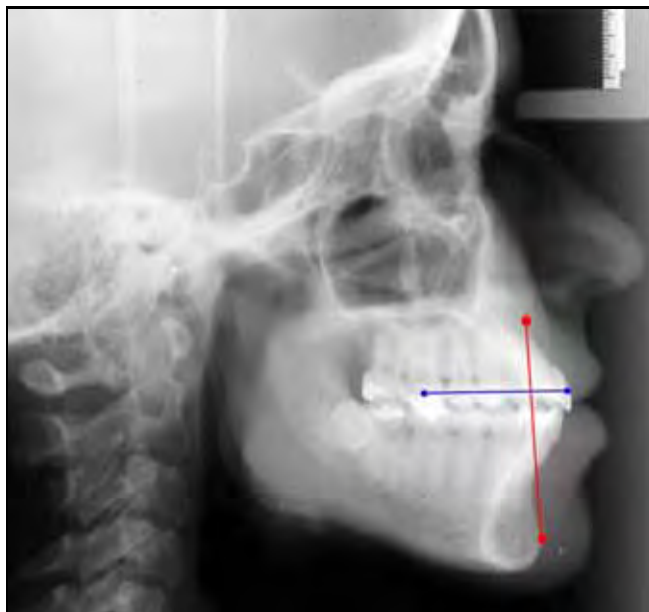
Radiografia representativa da razão  $A-Pog/Sf1-C1MS$ .
